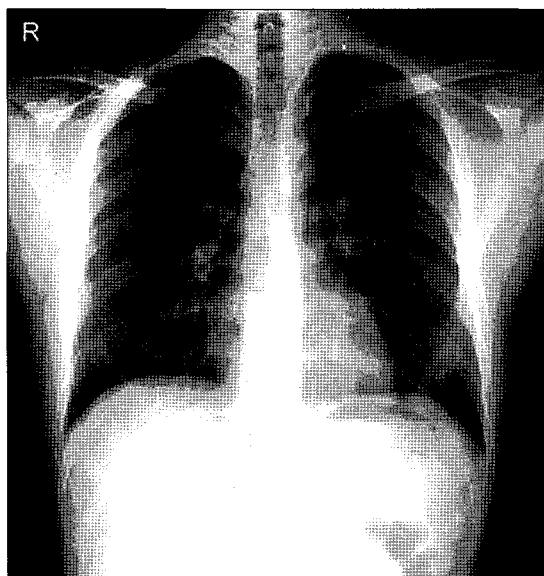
Preoperative chest X-ray shows the mass including calcified foci at the anterior portion of the left 6th rib without abnormalities of both lung and heart.
